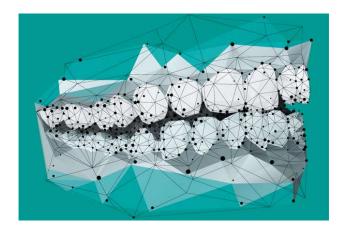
Ilustração da geração de um arquivo STL por *scanner* intraoral. O escaneamento gera uma tomografia digital tridimensional dos dentes e da gengiva, isto é, o contorno externo dessas estruturas.
